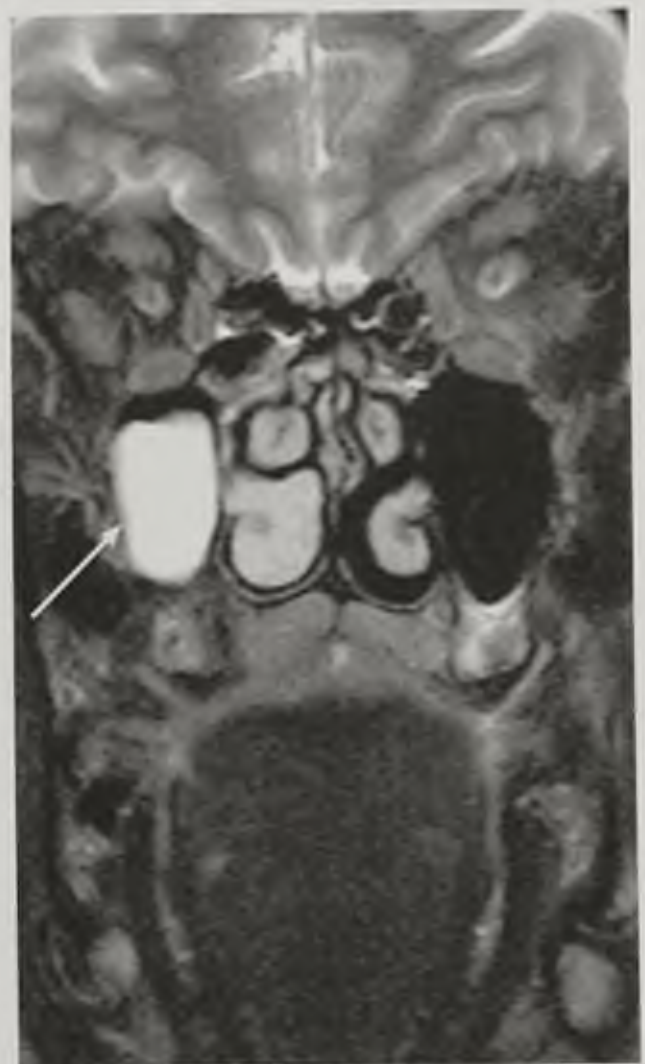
Магнитно-резонансная томограмма, T2-взвешенное изображение во фронтальной плоскости. Мукоцеле (стрелка)
